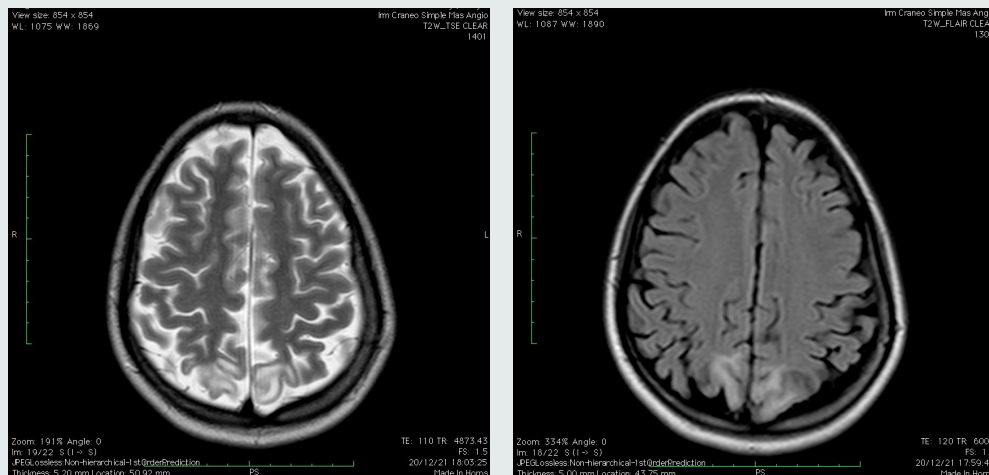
T2 axial, 2B FLAIR axial. En giro precuneo de manera bilateral se observa hiperintensidades difusas en sustancia blanca subcortical.
